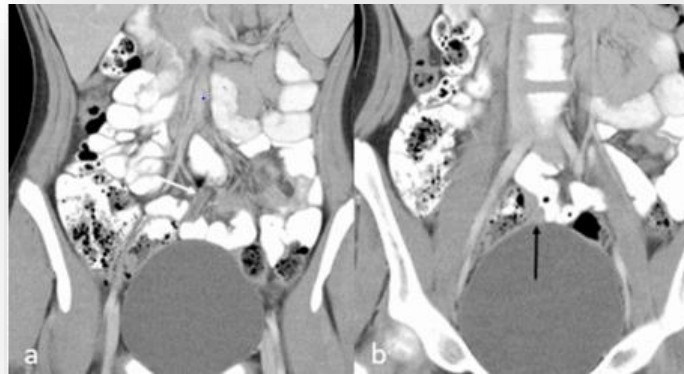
tumeur carcinoïde de l'appendice coupes coronales CT montrant la portion distale de l'appendice normale (flèche blanche) avec une petite masse a sa base prenant le produit de contraste (flèche noire) (84)
